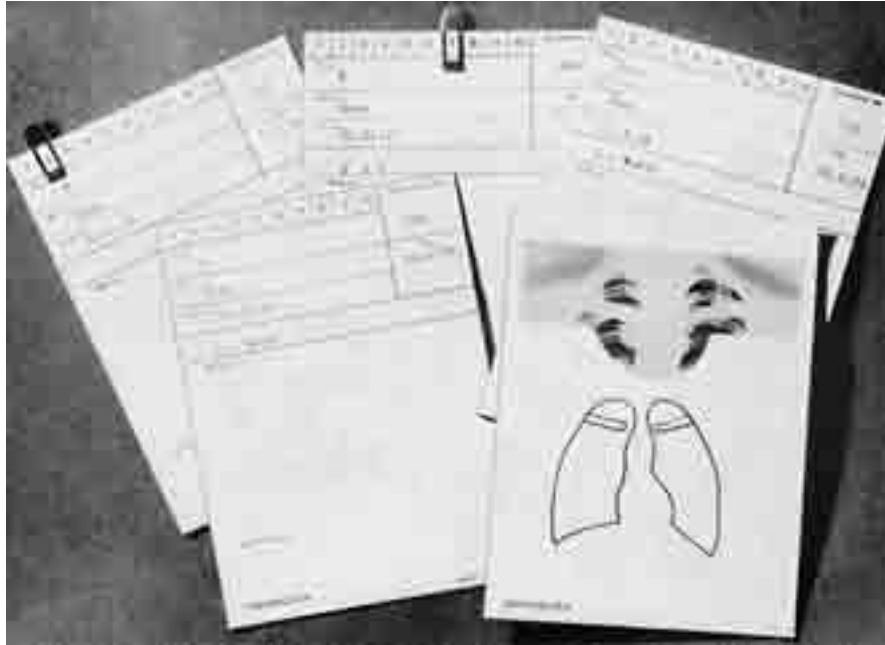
Karteikarten – die Basis für ein «sozialhygienisch» motiviertes «Volksröntgenkataster», das eine vollständige Trennung des Körpers vom Bild im Prozess der Diagnose impliziert.
